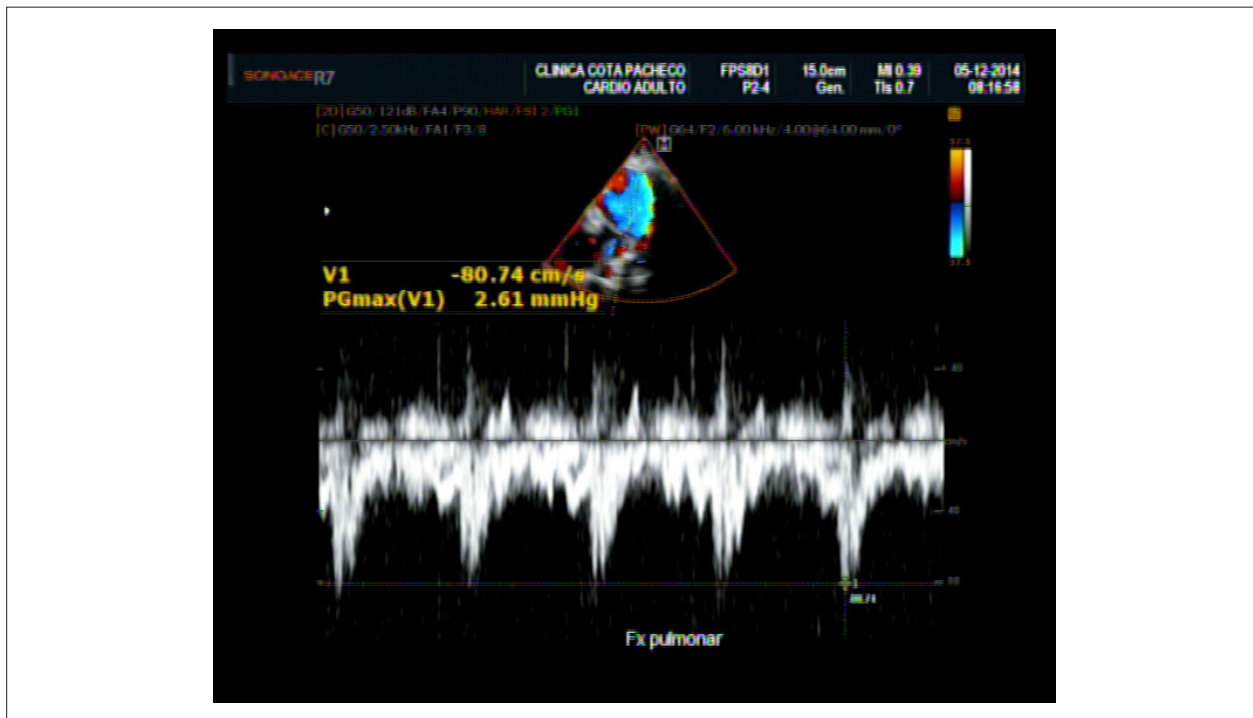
Doppler espectral en valva pulmonar mostrando ausencia de gradiente sistólico patológico y discreta turbulencia. Flujo pulmonar (Fx pulmonar).
